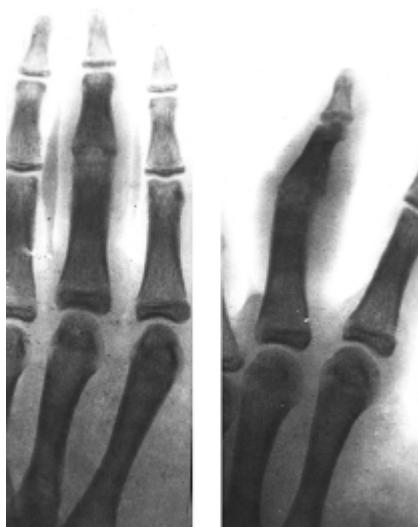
Тот же больной Б. На рентгенограмме анкилоз сочленяющихся суставных поверхностей проксимального межфалангового сустава, суставная щель отсутствует
